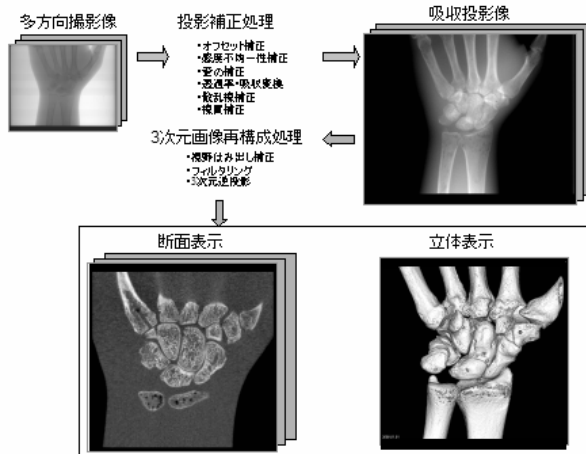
コーンビーム CT のデータ処理と手ファントムの画像例
